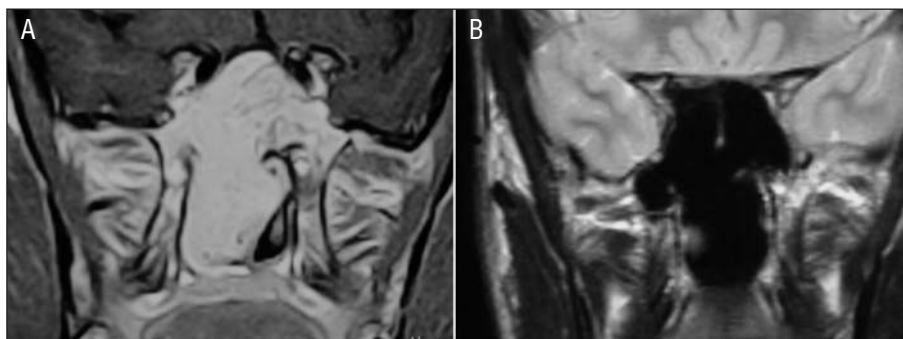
Imagen de resonancia magnética en sentido coronal del mismo caso antes (A) y después (B) (los cortes no están exactamente en el mismo nivel).
